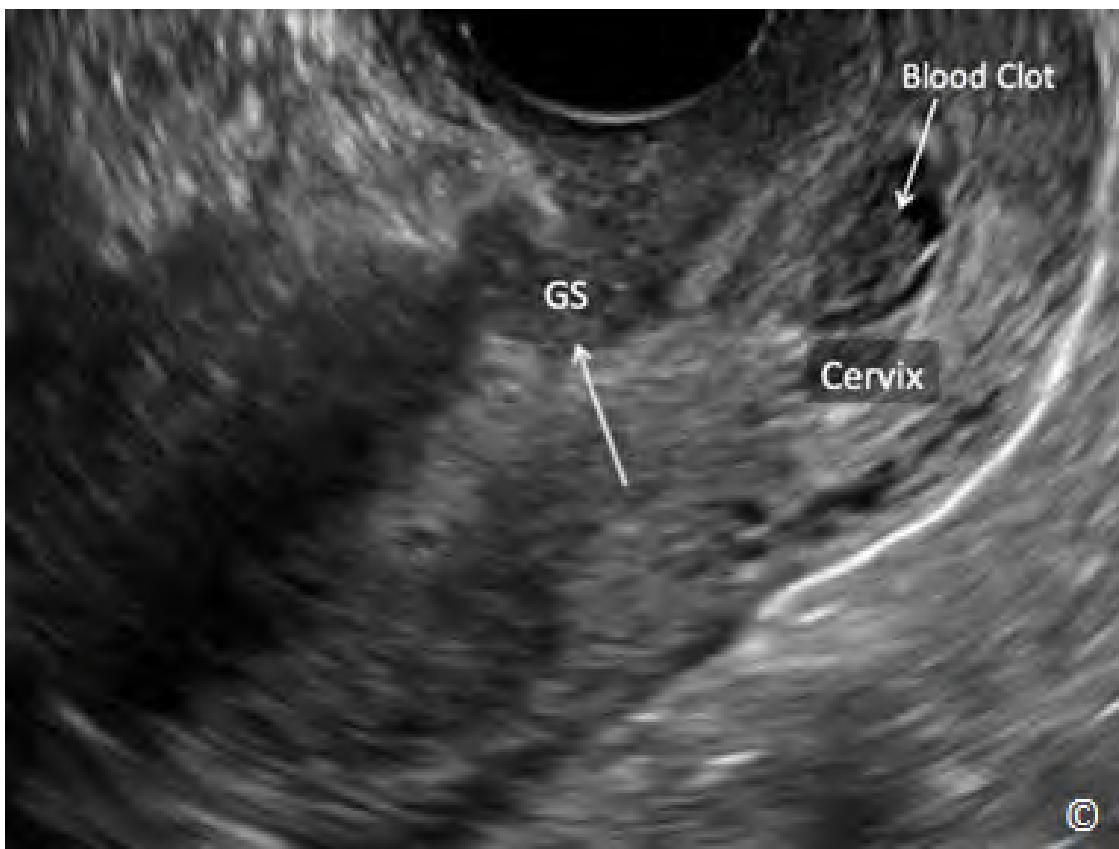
Siêu âm ngả âm đạo ở quý một thai kỳ cho thấy hình ảnh một túi thai đóng ở đoạn dưới tử cung. Thai kỳ này đã tiến triển thành nhau cài xuyên cơ tử cung (placenta percreta). Modified with permission from the American Institute of Ultrasound in Medicine (18).
